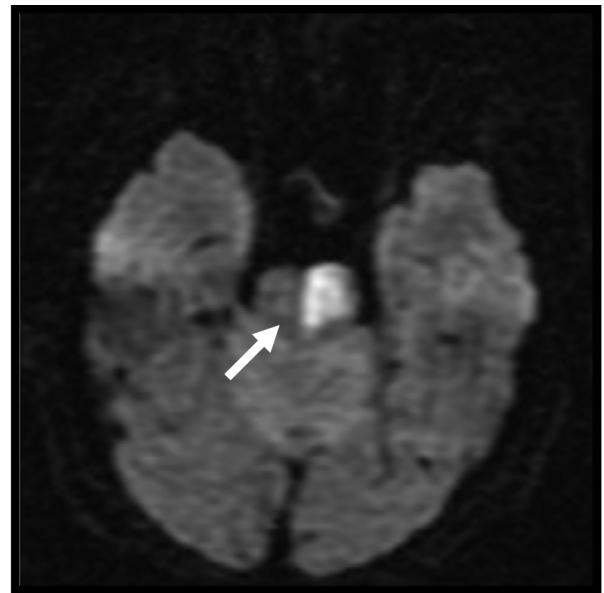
ДВ МРТ. Ишемический очаг в области ствола мозга справа (стрелка).
